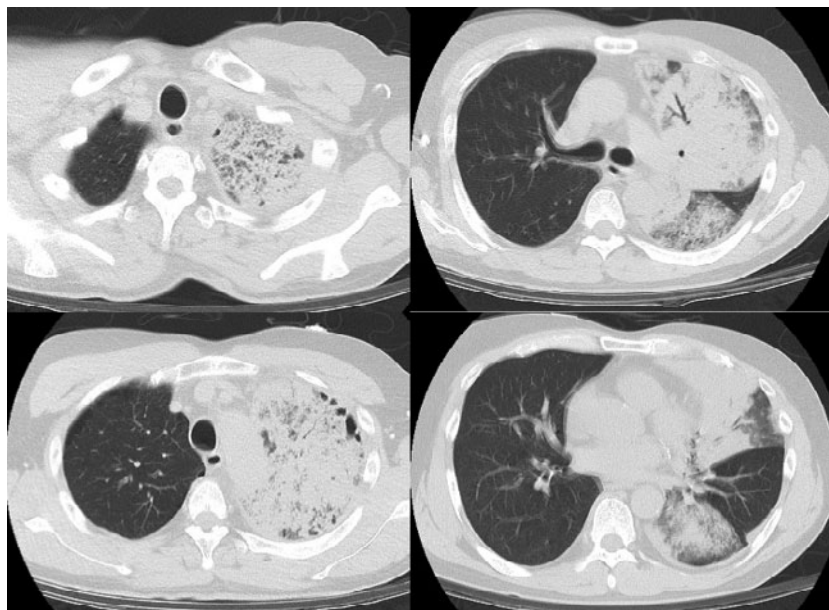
入院時胸部CT画像。左肺野は下葉の一部を除いて全肺野に濃度の高い浸潤陰影を認め、一部エアブロンコグラムを伴っている。両上葉胸膜側に嚢胞性陰影を認める。撮影範囲内の肝臓には萎縮や腫大はなく、肝表面の凹凸不整など肝硬変を示唆する所見を認めず。
